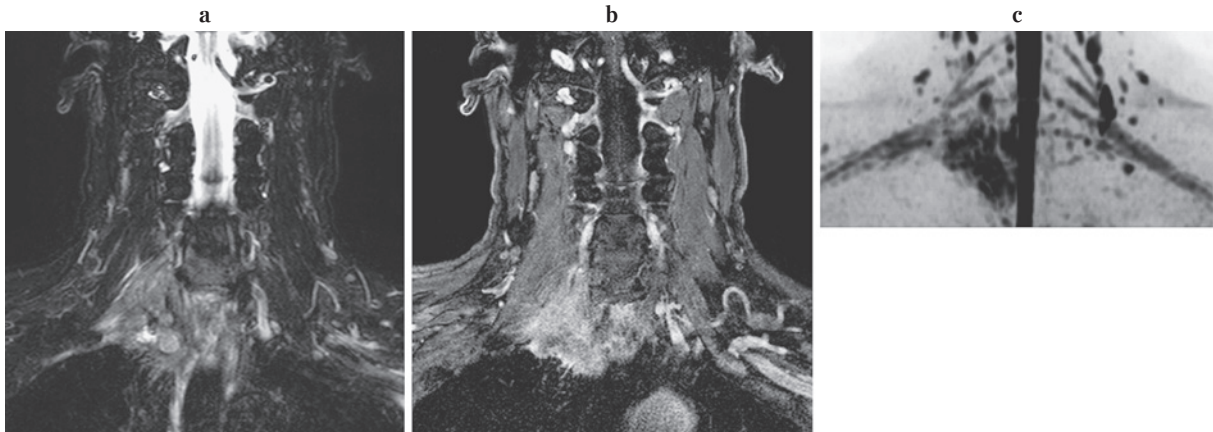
a. Short T1 inversion recovery (STIR) coronal image. b. Postcontrast fat suppressed T1-weighted coronal image. c. Diffusion weighted whole-body imaging with background body signal suppression (DWBIS, reconstructed 3D-image, inversion contrast). A 59-year-old male having a pancoast lung cancer of the right lung apex. a and b revealed that this tumor had already invaded the chest wall. In the clinical scenario, the direct invasion for the right brachial neural plexus was strongly suspected because the patient complained the irradiating pain in the right upper limb. c clearly depicted the tumor invasion for the right brachial neural plexus. On DWI, not only cancers but also normal tissues having high cellularity, such as neural tissue and normal lymph nodes, are depicted hyperintensely. High intensity spots shown in the both sides of the neck were the normal cervical lymph nodes.
